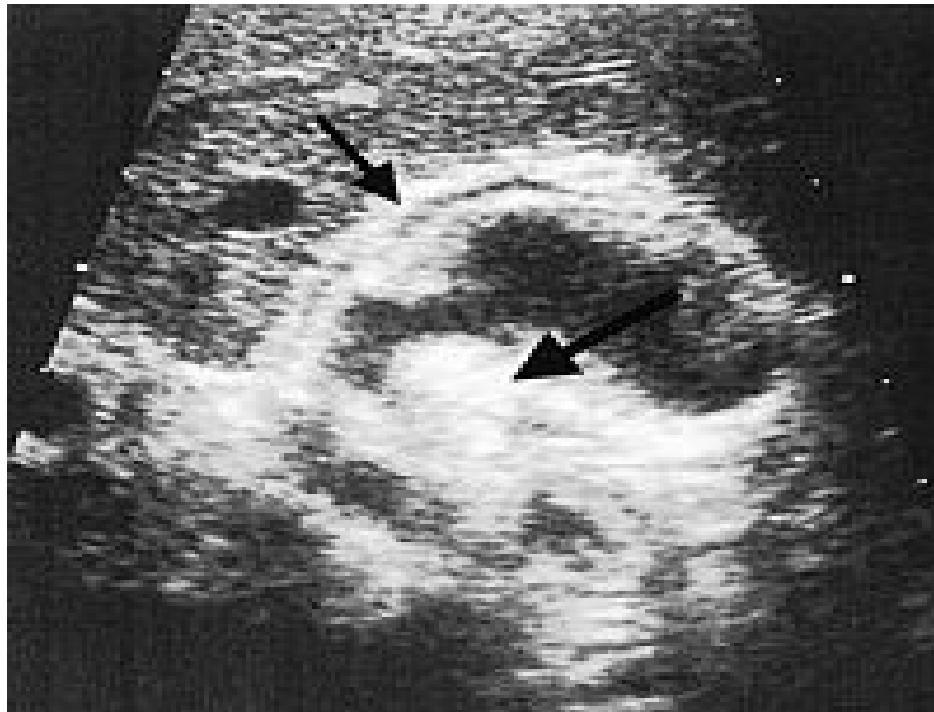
Aspect échographique d'une cholécystite aiguë. Noter l'épaississement de la paroi vésiculaire avec l'image en « double contour » (petite flèche) et la présence de boue biliaire dans la vésicule (grande flèche). Cliché du Professeur Valérie Vilgrain.
